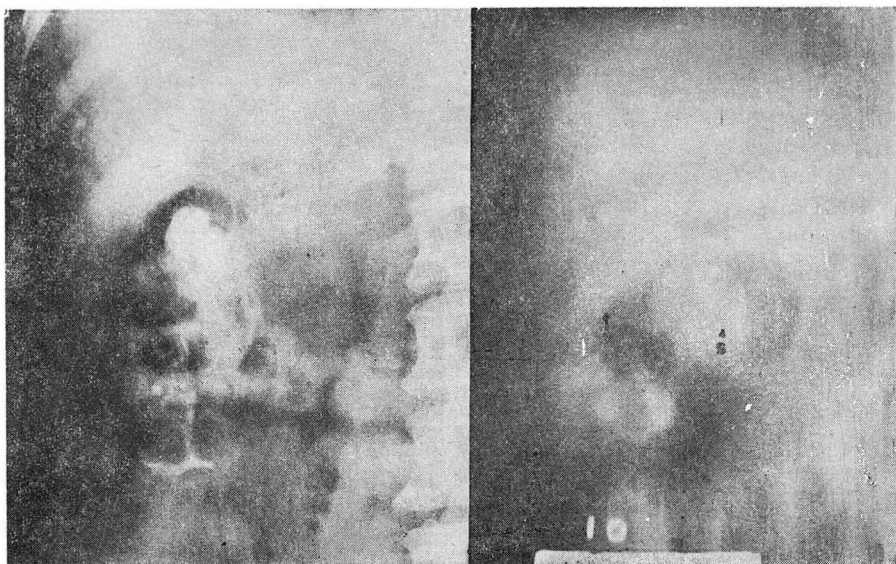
Simple X-ray study failed to visualize the gallbladder (left), but tomography brought out the gallbladder (arrow) and cystic duct stone (arrow head) rather distinctly.
